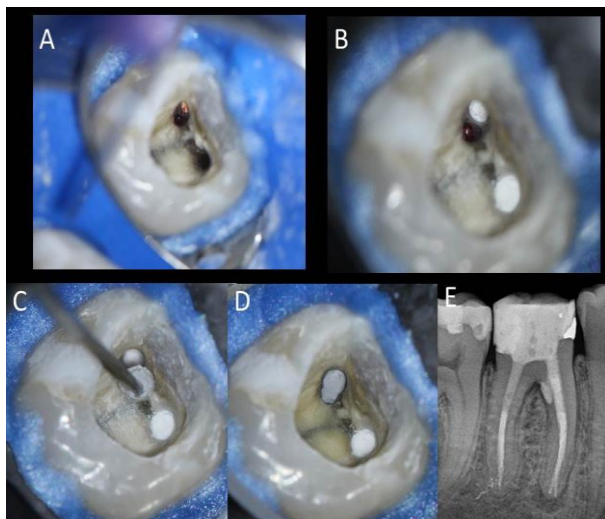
Tratamento de perfuração sob magnificação com microscópio operatório. A. Localização da perfuração (aumento de 8x); B. Visualização da perfuração com magnificação de 12,5x; C e D. Selamento com MTA branco (Angelus) em aumento de 8x; E. Radiografia final pós-selamento da perfuração.
